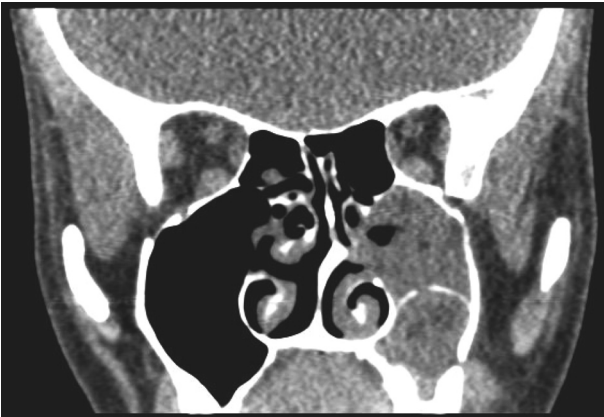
КТ-картина ОНП пациентки на момент поступления в стационар
